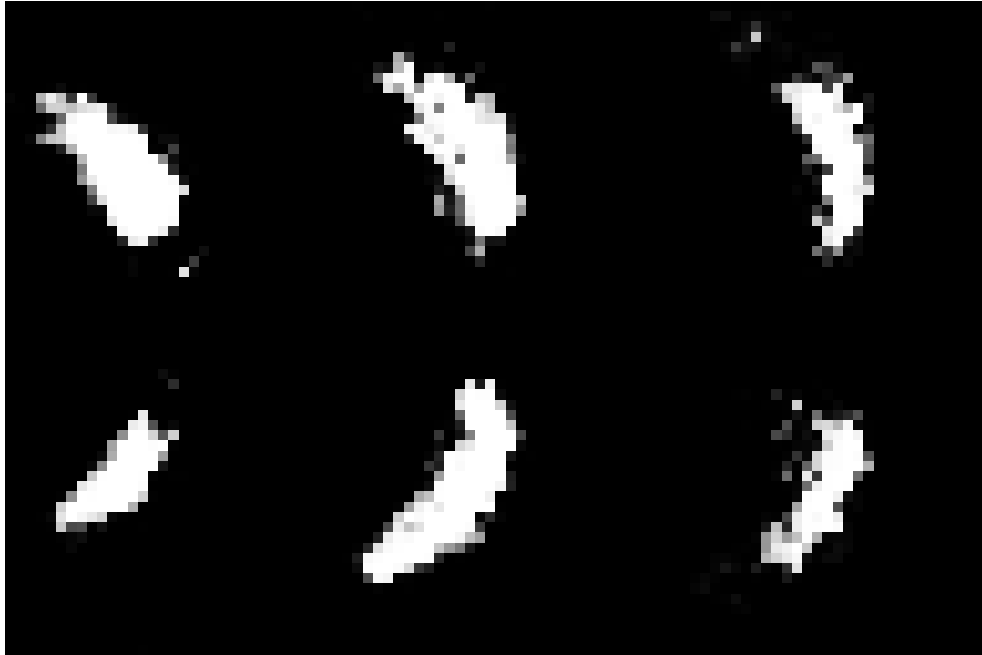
Ukázka ověření naučení neuronové sítě na segmentaci třetího řezu oblastí SN. Pacient RBD 14. NM-MRI senzitivní snímek vlevo. Oblast signálu NM z tohoto snímku segmentovaná pomocí neuronové sítě vpravo. Oproti obrázku 4.8 je zde patrný ohled neuronové sítě na intenzitu signálu během segmentace.
